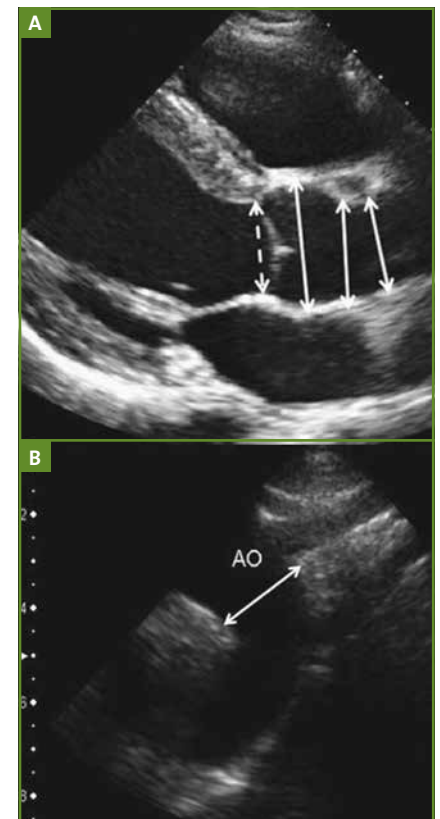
Échocardiographie transthoracique – Incidences grand axe parasternale (A) et sus-sternale (B) – Lieu des mesures de la racine aortique et de l'arche aortique: sinus de Valsalva, jonction sinotubulaire, aorte ascendante; aussi montrée, la mesure au niveau de l'anneau valvulaire aortique.
